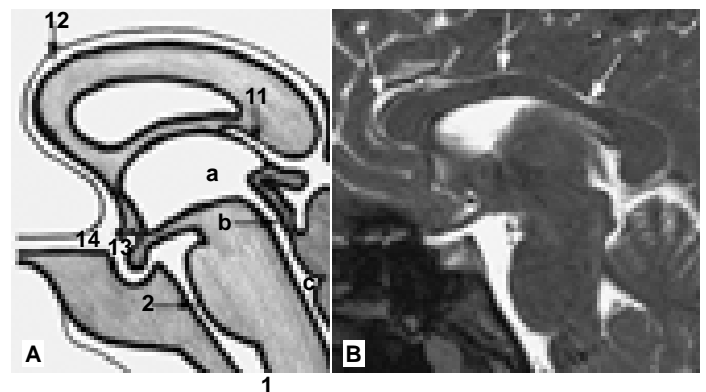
A) Representación esquemática en corte sagital de la cisterna del cuerpo caloso, las letras y números corresponden a los de la figura 1. B) Imagen de RM, sagital; flechas largas, cisterna del cuerpo caloso.
